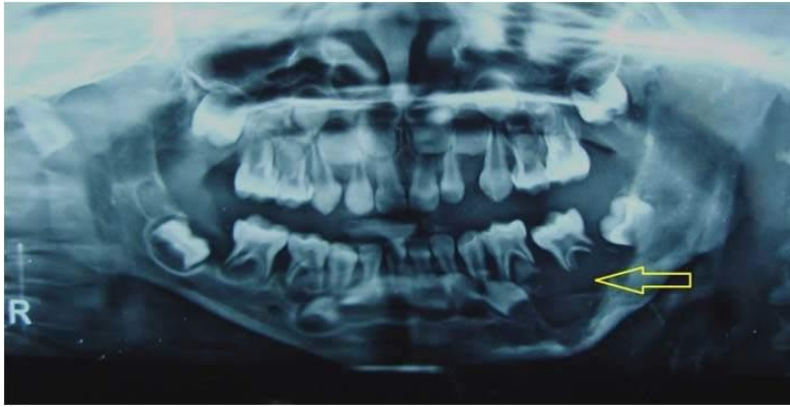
orthopantomogramme du même patient montrant une alvéolyse sévère généralisée particulièrement marquée en regard de 74-75 (58)
